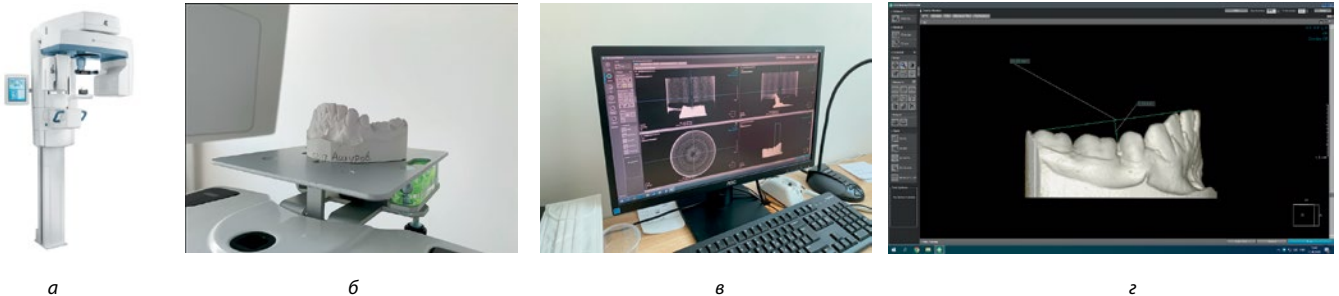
Получение виртуального динамического 3D-реформата челюсти: а — цифровой компьютерный томограф KaVo OP300 Maxio; б — гипсовая диагностическая модель, установленная на штатную калибровочную платформу томографа перед проведением КЛКТ; в, г — полученный после КЛКТ 3D-реформат диагностической модели в компьютерной программе для просмотра DICOM-файлов
